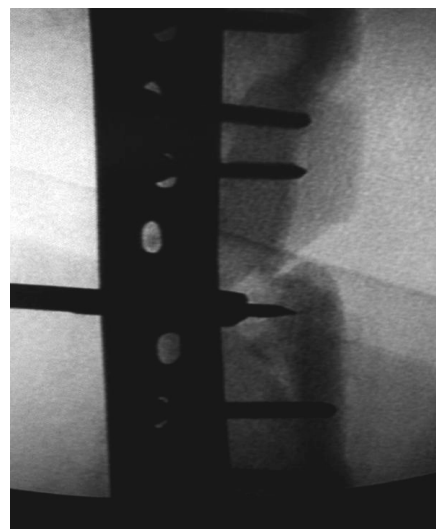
Введение в зону несросшегося перелома правой бедренной кости гибкого канюлированного сверла по спице (рентгенограмма).
